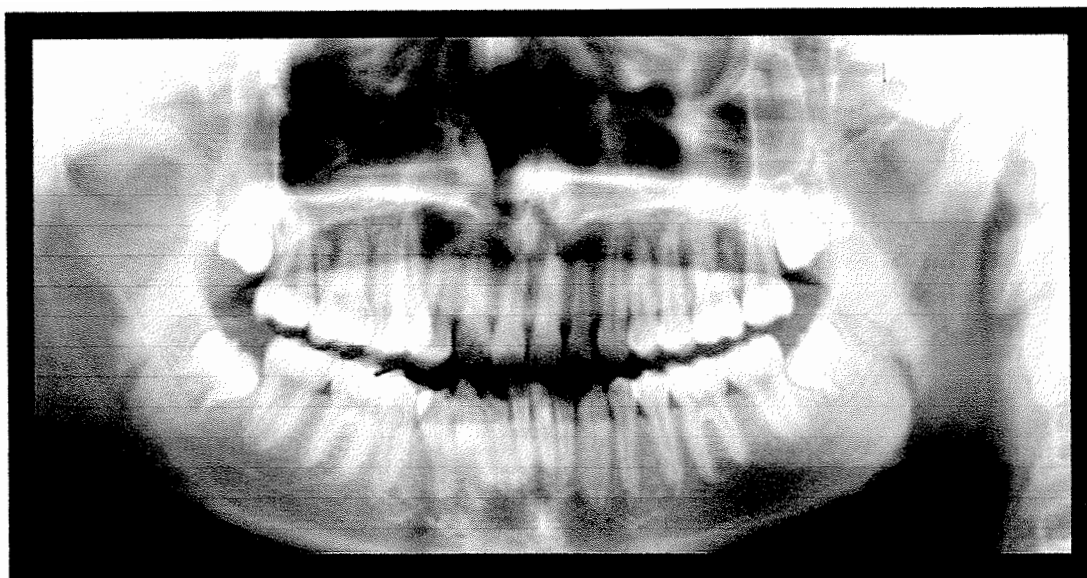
Radiografía panorámica de transposición dentaria maxilar unilateral, de un canino traspuesto con un primer premolar superior derecho. (20)
